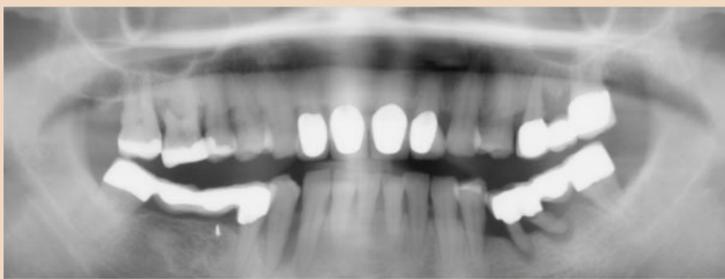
Исходная рентгенограмма: выраженная утрата высоты и ширины кости альвеолярного гребня
